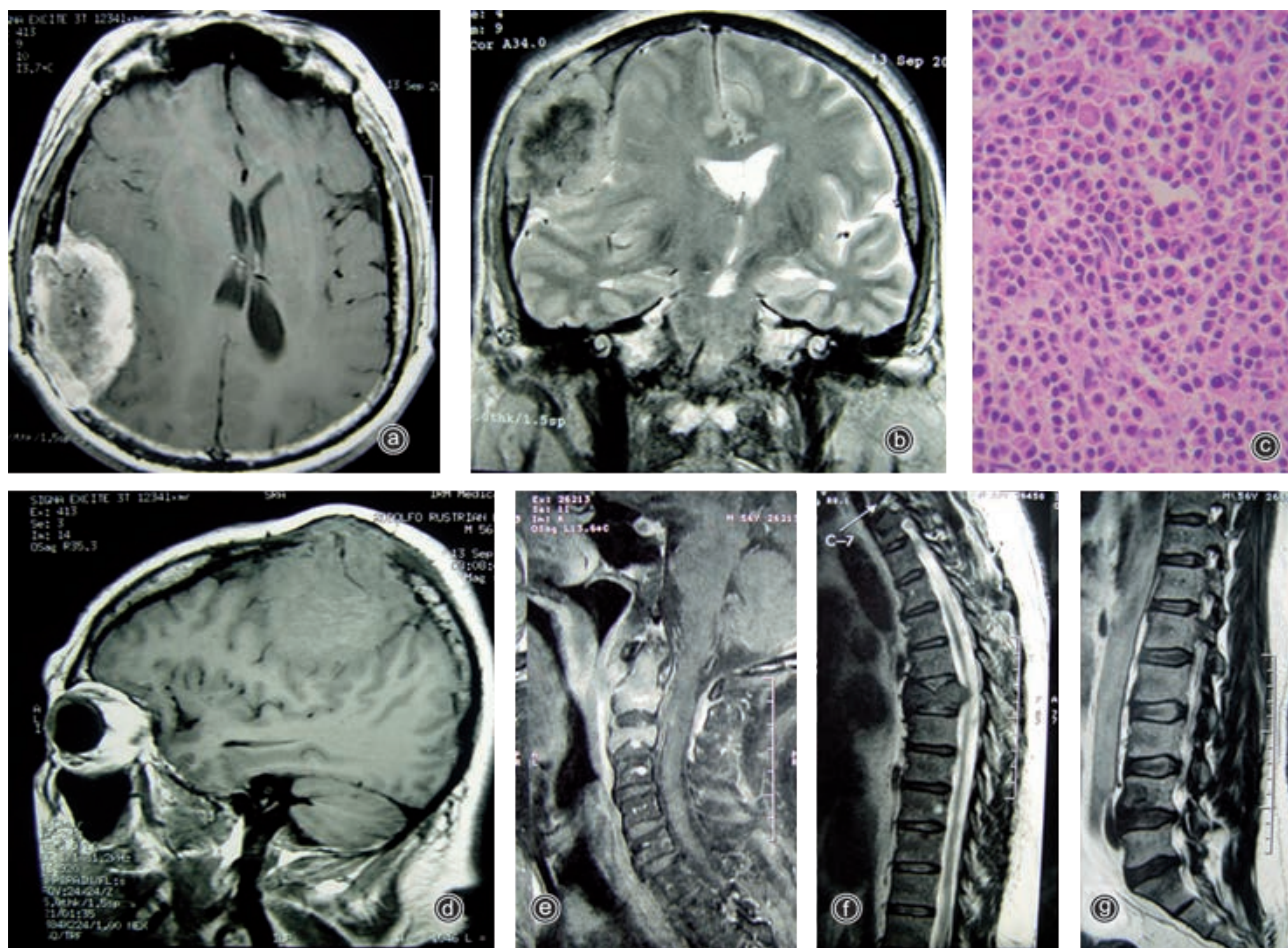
Resonancia magnética, a) corte axial, b) coronal y d) sagital donde se muestra la gran lesión extraaxial parietal que destruye el hueso y comprime el parénquima cerebral subyacente. Resonancia magnética de e) columna cervical, f) torácica y g) lumbar con lesiones de aspecto infiltrante en varios cuerpos vertebrales. La biopsia de la lesión cervical c) mostró una neoplasia de células plasmáticas maduras con atipia leve; tinción de hematoxilina/eosina.
